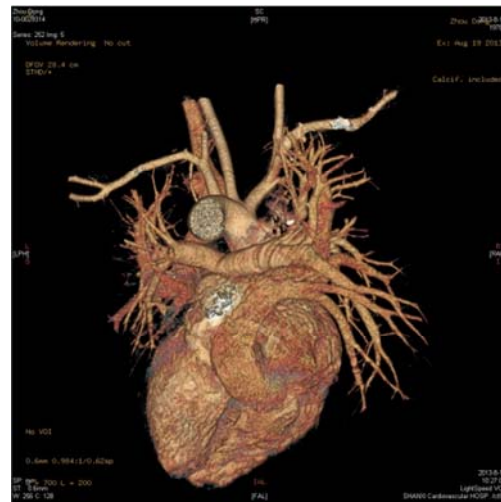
心脏 CT 示右肺静脉汇入冠状静脉窦，引流入右心房。
